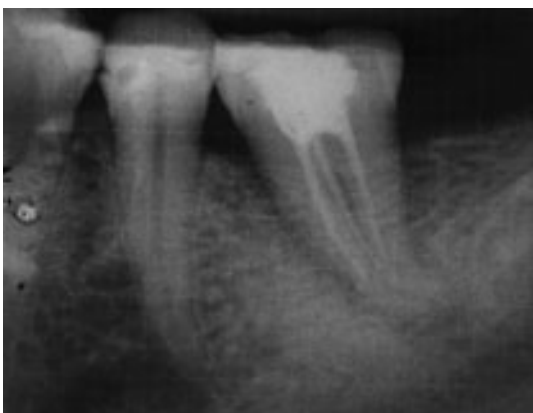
Radiografía de fractura vertical en la pieza 3,6.
